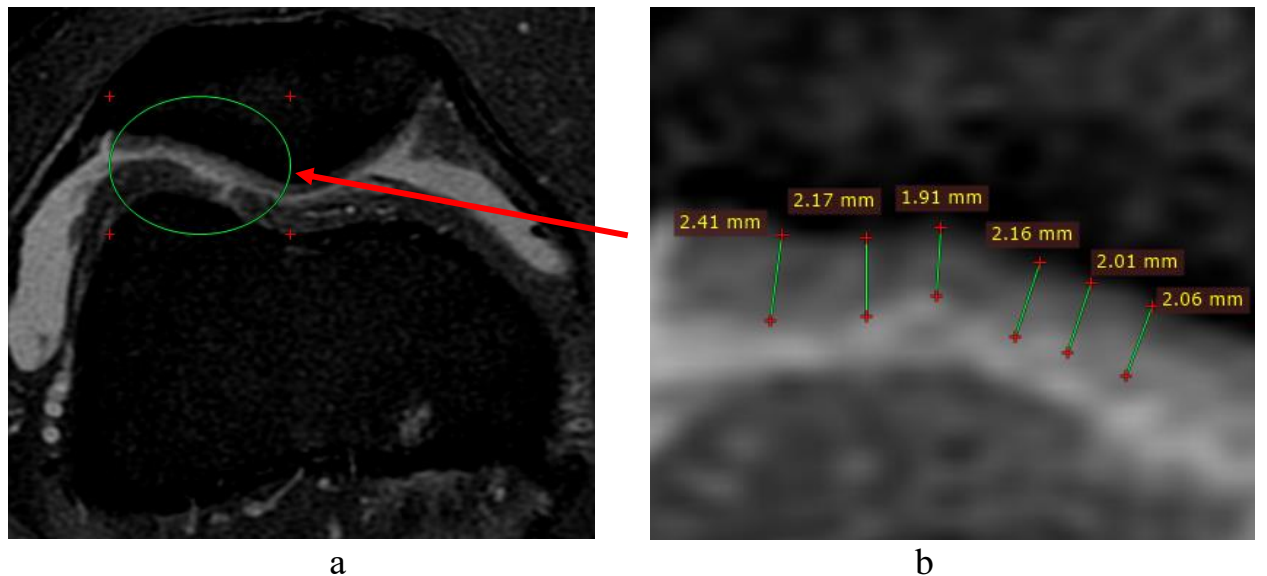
Данные повторной МРТ у пациента Ж: а – общая картина; б – измерение толщины хряща
